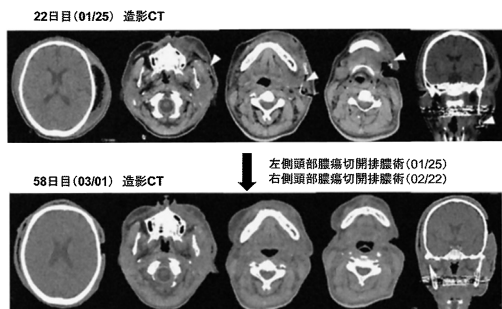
Comparison of CT images between before and after treatment.
